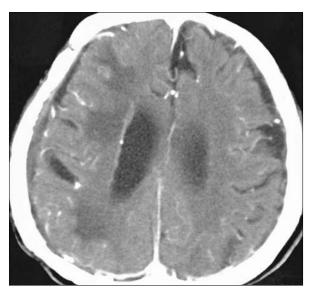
Postoperative computed tomography scan taken at 5 months after second craniotomy shows no reaccumulation of hematoma.
